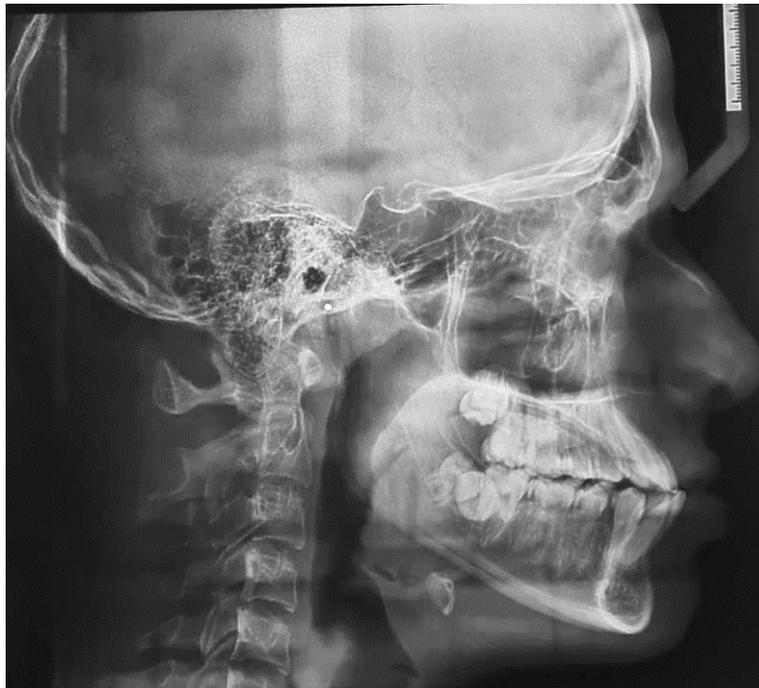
Telerradiografia Lateral
